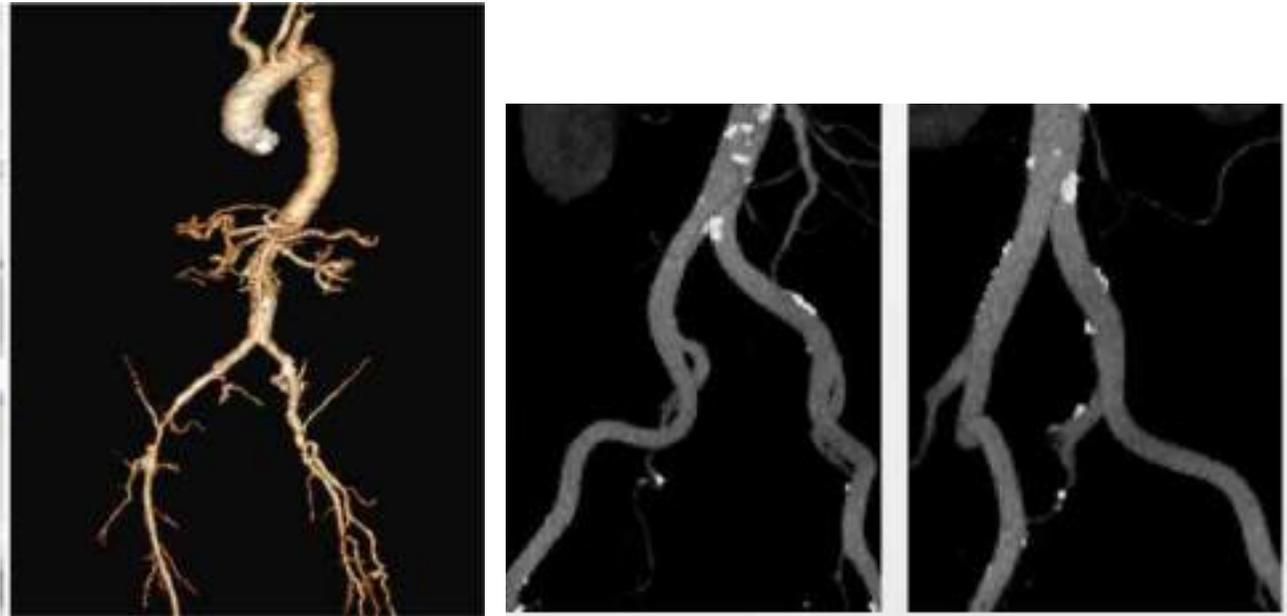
Tomografía: se valora la aorta en toda su extensión, ejes iliaco y femorales
